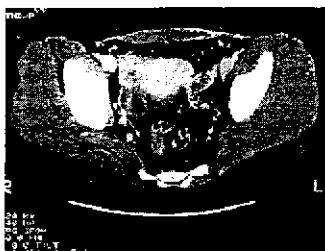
TC axial con contraste. Las imágenes, de densidad quística laterales al útero con realce periférico, corresponden a abscesos tubo-ováricos bilaterales, en una paciente con EIP.
